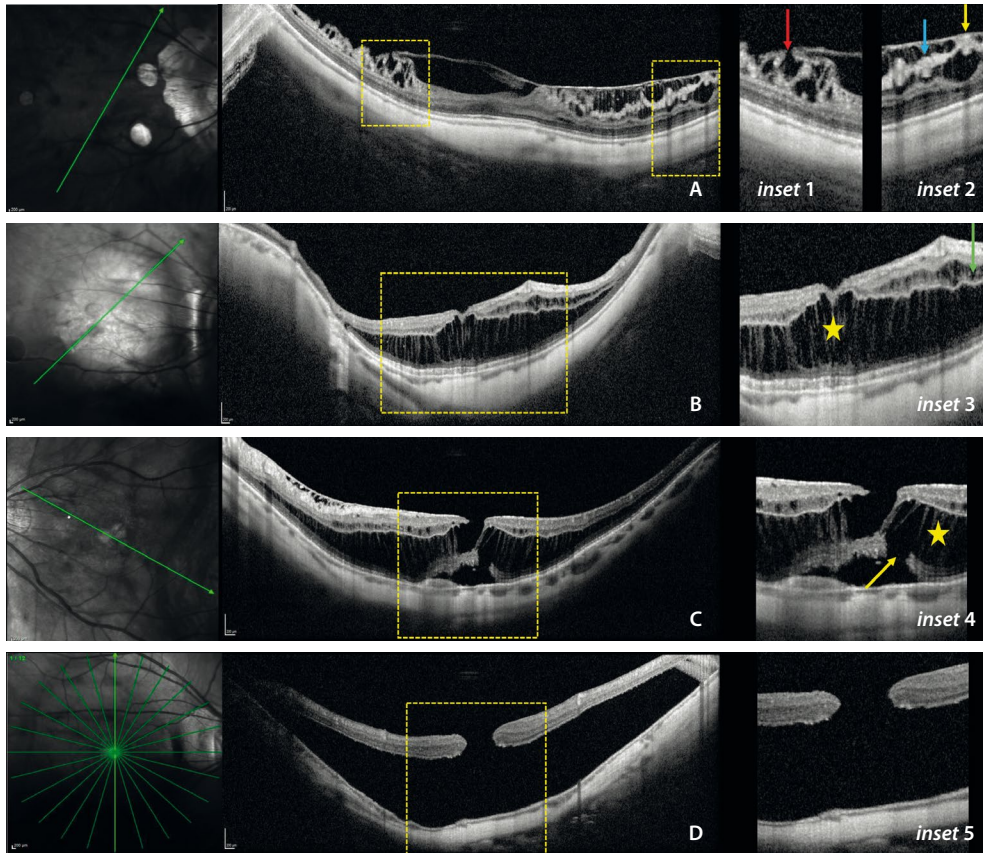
Grados de retinosquias macular. A) Retinosquias de capas internas. Destaca una fovea normal, con restos de hialoides posterior que se continúan con la membrana limitante interna, siendo difícil diferenciarlos en alguna zona. Destacan agujeros lamelares paravasculares (flecha roja, *inset 1*), así como retinosquias de capas internas (flecha azul), vitreosquias y micropliegues con elongación de vasos sanguíneos (flecha amarilla) con protrusión de los mismos hacia el vítreo (*inset 2*). B) Tomografía de coherencia óptica macular de un paciente con un estafiloma más pronunciado y retinosquias de capas internas (flecha verde, *inset 3*) y de capas externas con foveosquias (estrella amarilla, *inset 3*). C) En muchas ocasiones, las retinosquias de capas externas (estrella amarilla, *inset 4*) asocian defectos de capas externas, también denominados agujeros lamelares de capas externas (flecha amarilla, *inset 4*), características de imagen que suponen mayor riesgo de progresión hacia agujero macular de espesor completo. D) Tomografía de coherencia óptica que muestra un agujero macular de espesor completo (*inset 5*) con desprendimiento de retina macular.
